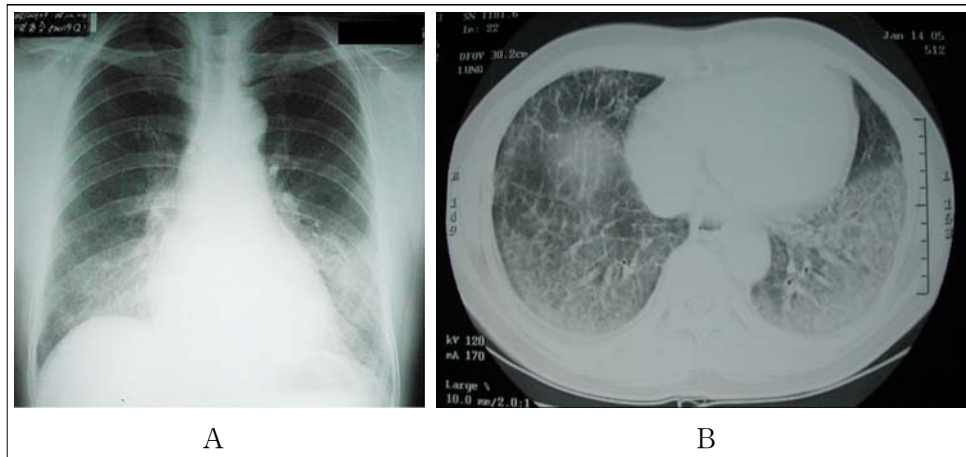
(A) Chest X-ray showing diffuse, patchy and ground-glass opacities on both middle and lower lung field. (B) Diffuse ground glass opacities and airspace consolidations with interlobular septal thickenings on chest CT.
